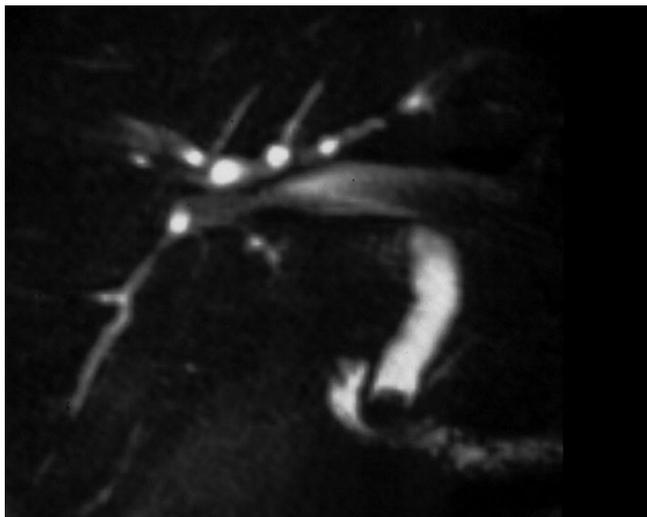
Magnetresonanzcholangiopankreatikographie (MRCP) eines Patienten mit Choledocholithiasis.
